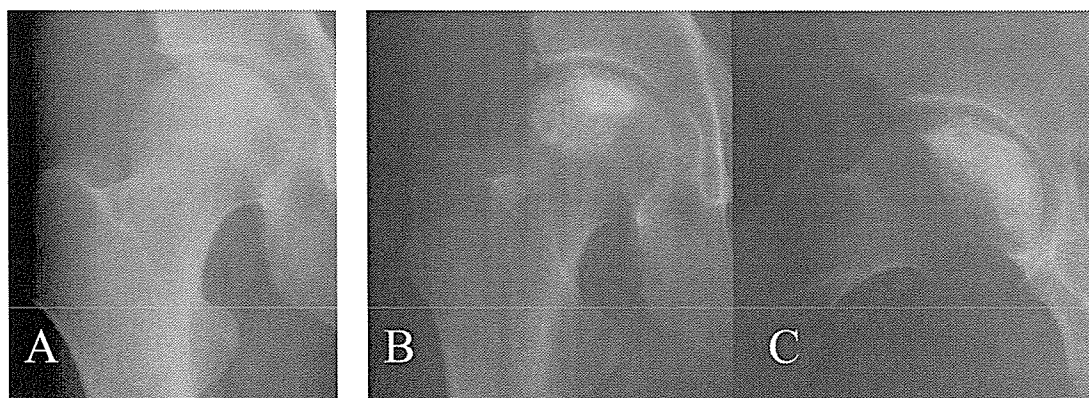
32歳男性、腎移植患者。移植後2年の右股関節の単純X線AP像(A)にて stage II の ION を認める。移植後15年の単純X線AP像(D)、Lauenstein 像(E)にて微小 collapse の発生とともに硬化像による壊死領域の置換を認める。
